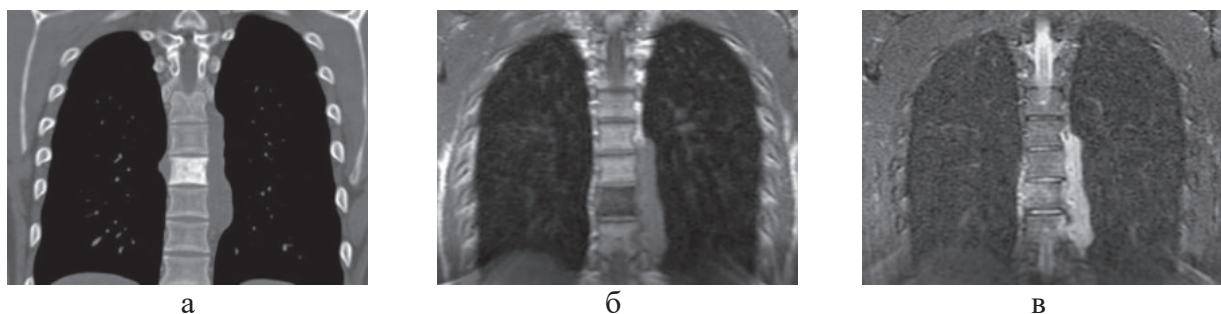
Пациент Ж., 22 года. Диагноз: ДВКЛ, IV стадия. Солитарное поражение грудного позвонка. При КТ (а) определяется неравномерный остеосклероз тела позвонка и паравертебральный мягкотканый компонент опухоли. На T1-ВИ (б) сигнал от тела позвонка снижен, на STIR (в) – неоднородно повышен.
